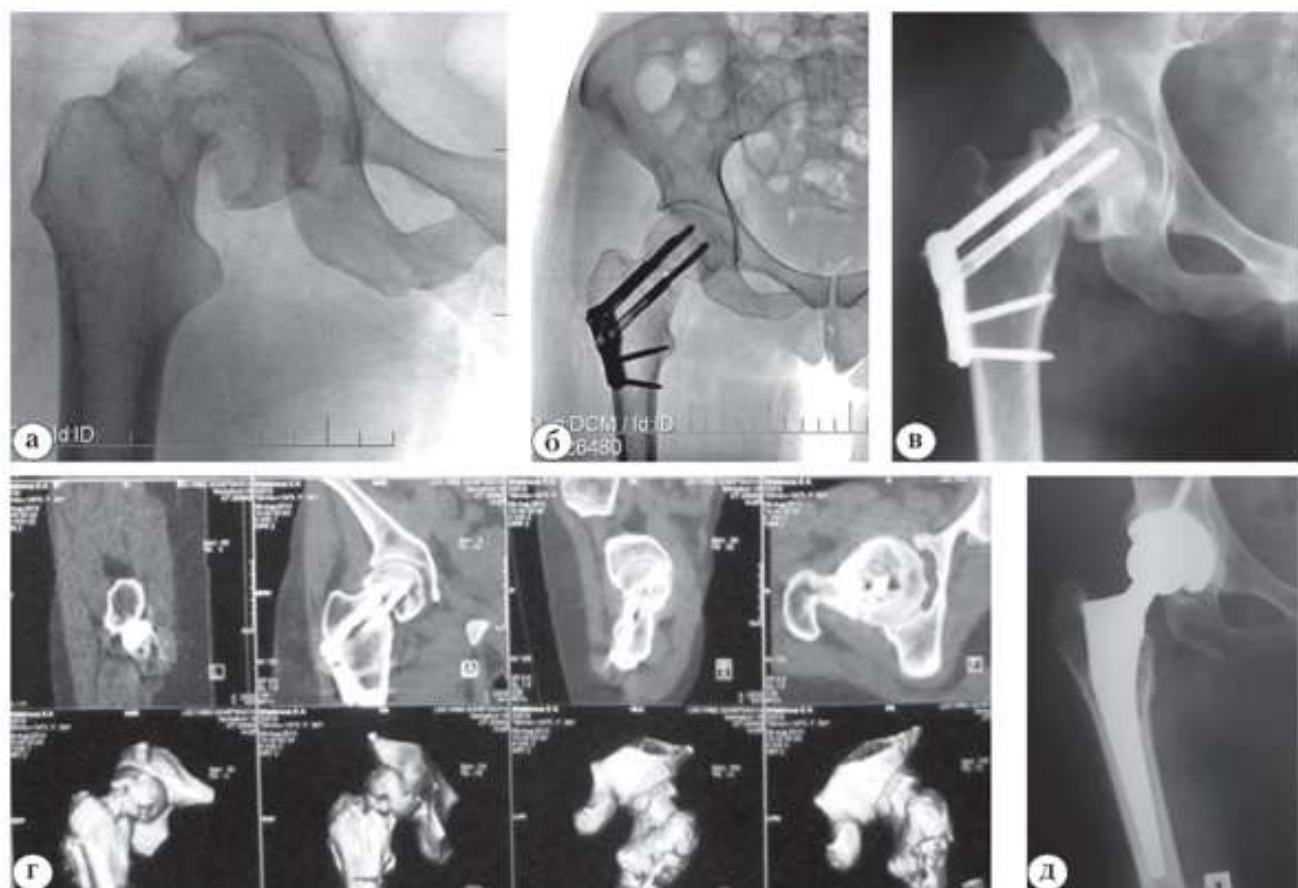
Этапы лечения псевдоартроза шейки правой бедренной кости у пациентки 68 лет: а – рентгенограмма правого бедра с субкапитальным переломом шейки; б – рентгенограмма после остеосинтеза системой Targon FN; в – состояние правого ТБС через 12 месяцев после остеосинтеза (определяются ложный сустав шейки бедра, остеолиз головки бедренной кости; г – МСКТ пациентки через 12 месяцев после остеосинтеза; д – рентгенограмма после одноэтапного удаления металлоконструкции и тотального эндопротезирования правого ТБС
